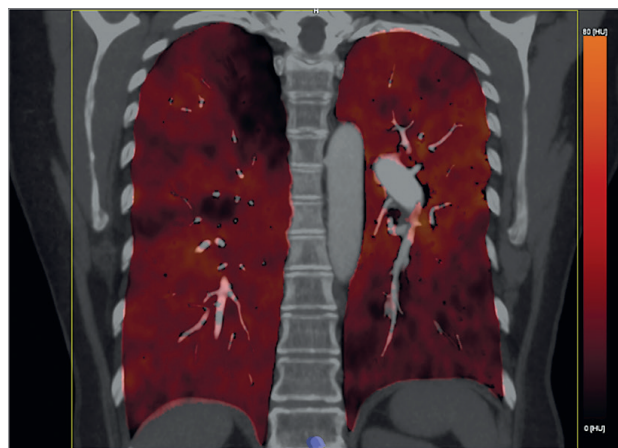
Признаки хронической постэмболической легочной гипертензии: расширенная правая легочная артерия; правая верхнедолевая легочная артерия; дефект контрастирования с сужением просвета (частичной субокклюзией) эмболом ветвей S1, S2; S3 достаточно равномерного контрастирования; на йодных картах дефект накопления в S1, S2. Двухэнергетическая мультиспиральная компьютерная томография (из архива О.Ю. Дарий)
